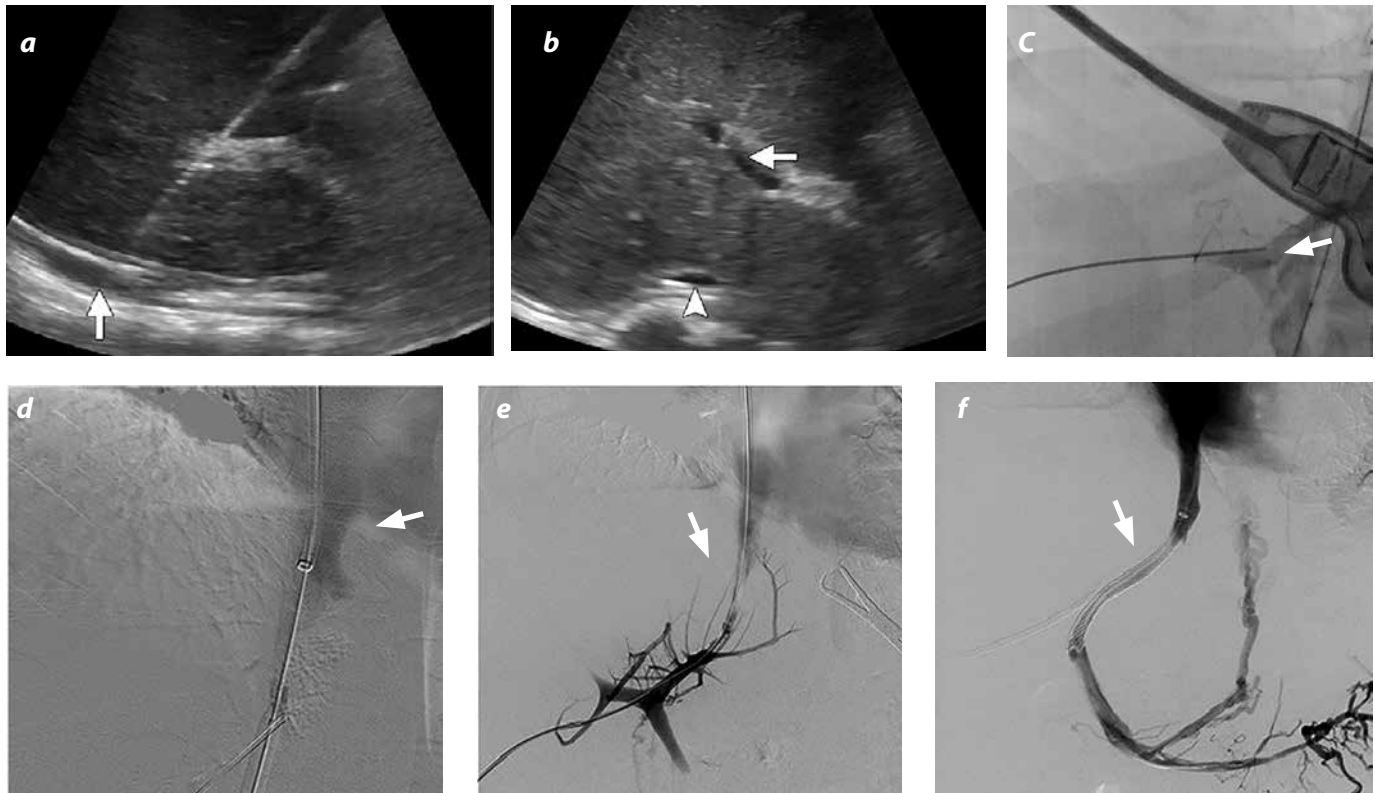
a y b) Colocación de una derivación portocava (DIPS) en una niña de 13 años de edad, con antecedentes de dolor y edema abdominal secundario a un síndrome de Budd-Chiari. El TAC con medio de contraste mostró realce del lóbulo caudado, realce tardío del parénquima hepático sin realce en las venas hepáticas. a) Inserción de una aguja a través del extremo proximal de la vena porta izquierda (flecha). b) Avance de la aguja hacia la vena cava inferior (punta de flecha en b). c) Imagen fluoroscópica: uso de una aguja percutánea para acceder a la vena porta izquierda. d) Venografía por sustracción digital, obtenida después de la punción de la vena cava: el material de contraste en la vena cava inferior y la aurícula derecha y el balón inflado. e) Venografía por sustracción digital: la guía atrapada en su catéter desde la vena cava, lo que permite el acceso transyugular al sistema porta, Se observa la anatomía de la vena porta tras la administración del medio de contraste. f) La venografía por sustracción digital muestra la endoprótesis vascular portocava permeable.
